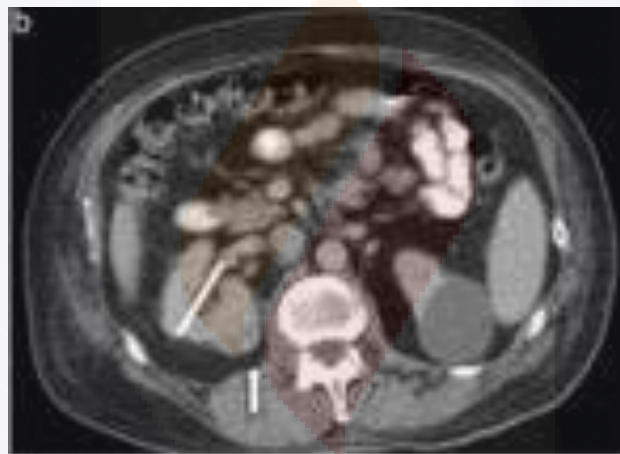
Tomografía en fase simple axial que muestra la línea media renal derecha en dirección hacia las estructuras renales, como referencia para la medida anteroposterior. En este punto se mide además el eje transverso de extremo medial a lateral del riñón. Se observa además quiste en riñón izquierdo.
